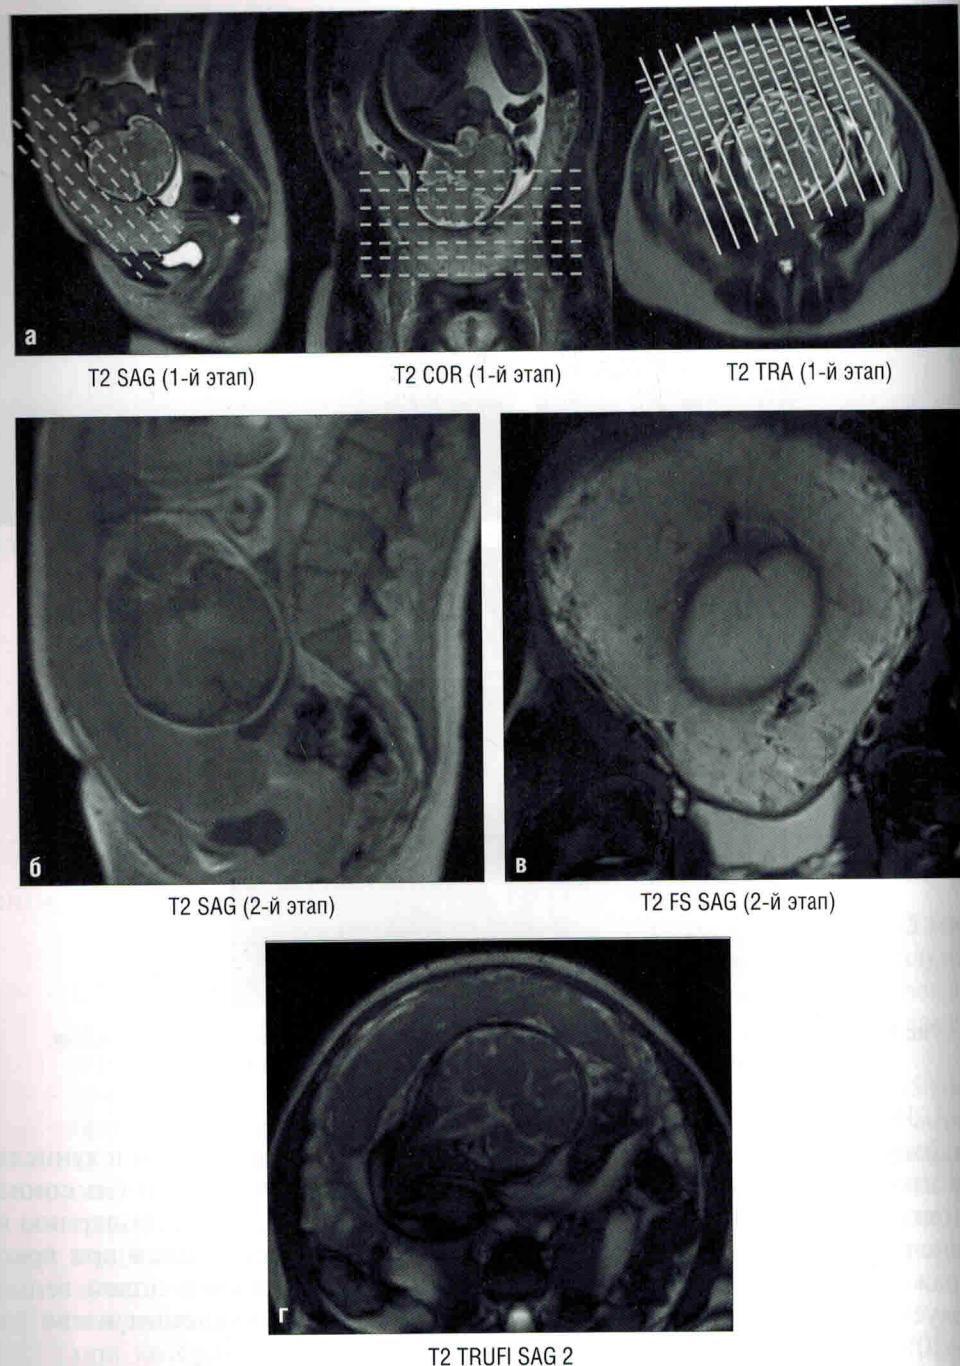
Беременность 36 нед. МРТ плаценты. Основной, «плацентарный», этап исследования. Варианты позиционирования срезов для получения ортогональных изображений плаценты в кососагittalной (б), косокорональной (в) и косоаксиальной (г) плоскостях относительно анатомии беременной по МР-изображениям первичного этапа (а)
